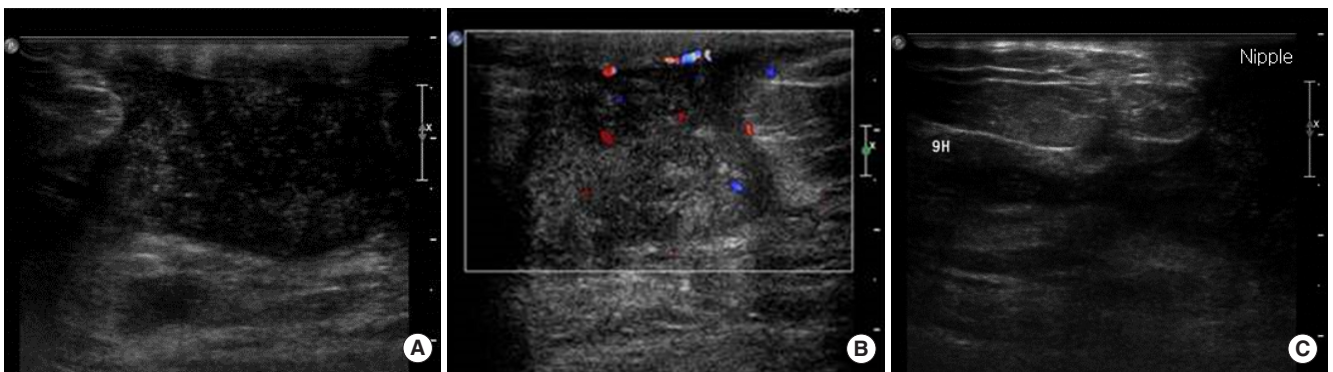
(A-C) Right breast ultrasonography shows about 4-cm sized a complicated cystic lesion at subareolar area extending to upper outer and upper inner quadrant. Increased peripheral vascularity is noted on Doppler exam.
